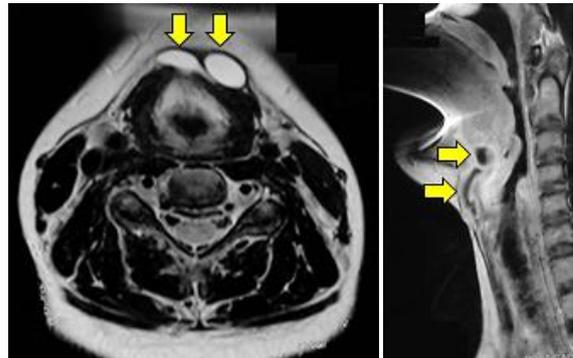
RMN de recidiva de RCTG que muestra múltiples quistes
